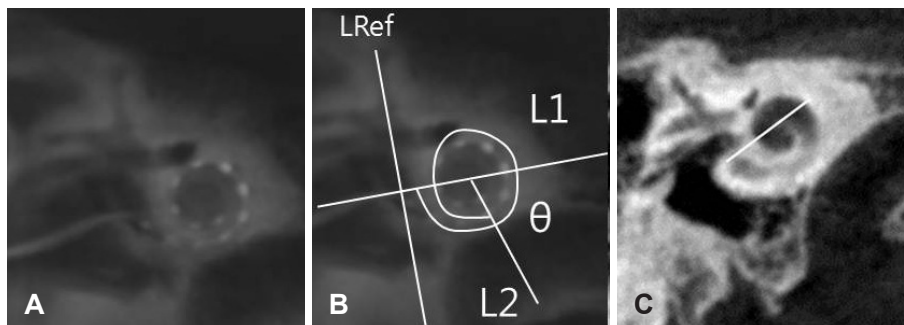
The measurements of insertion depth angle and cochlear width using cone beam computed tomography (CBCT) data. Superimposed view onto a CBCT slice through the basal turn. The round window reference point is defined by the crossing of the implanted electrode array with an imaginary reference line (L_{ref}) from the apex of the superior semicircular canal through the center of the vestibule. The insertion depth angle (θ) is defined as the angle between L_1 (a line perpendicular to L_{ref}) and L_2 (the extrapolation of an imaginary line from helicotrema through the tip of the electrode array)(A and B). Cochlear duct width is defined as the largest distance from the round window, through the modiolar axis, to the lateral wall (C).
